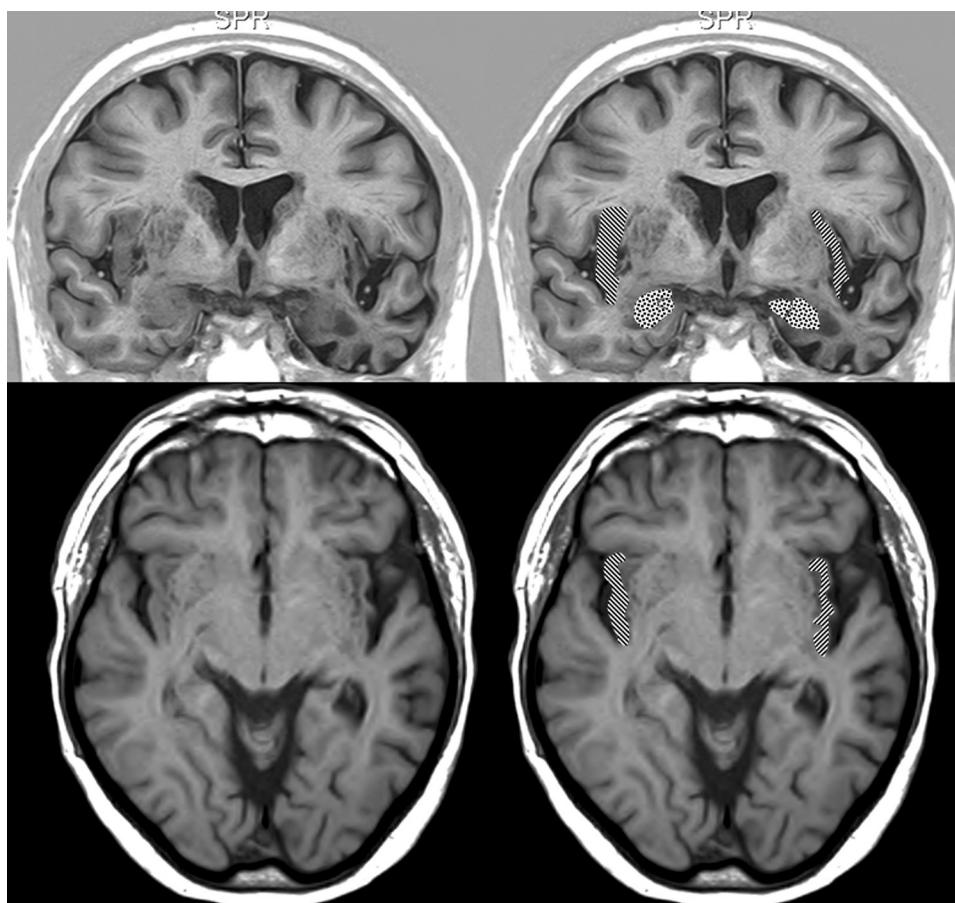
Resonancia magnética cerebral de un paciente con DFT y bradicardia.
